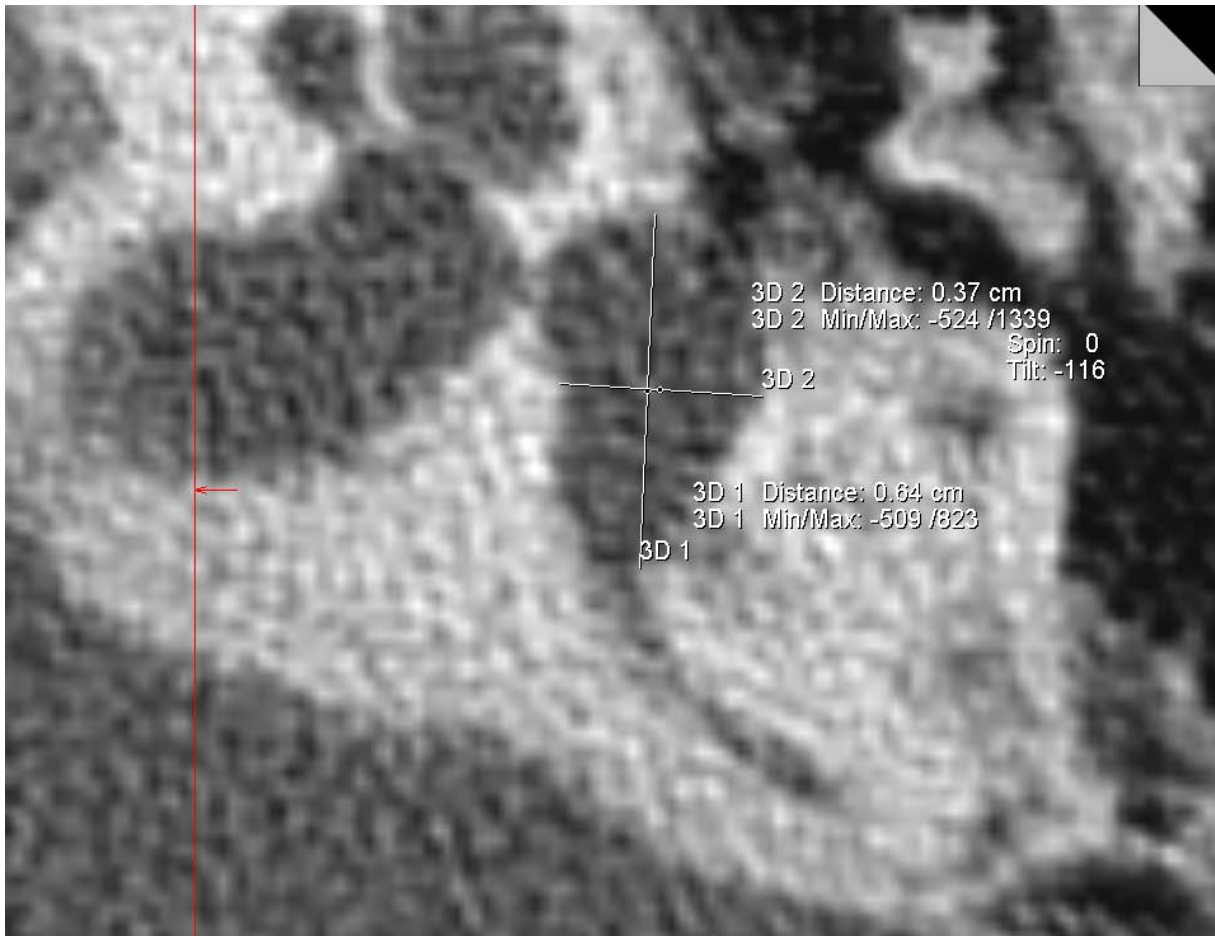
Vermessung der Länge (Höhe) {3D 1} [CT_VestL_li] und Breite (Durchmesser) {3D 2} [CT_VestB_li] des Vestibulums mit Tool ‚2D Distance‘
